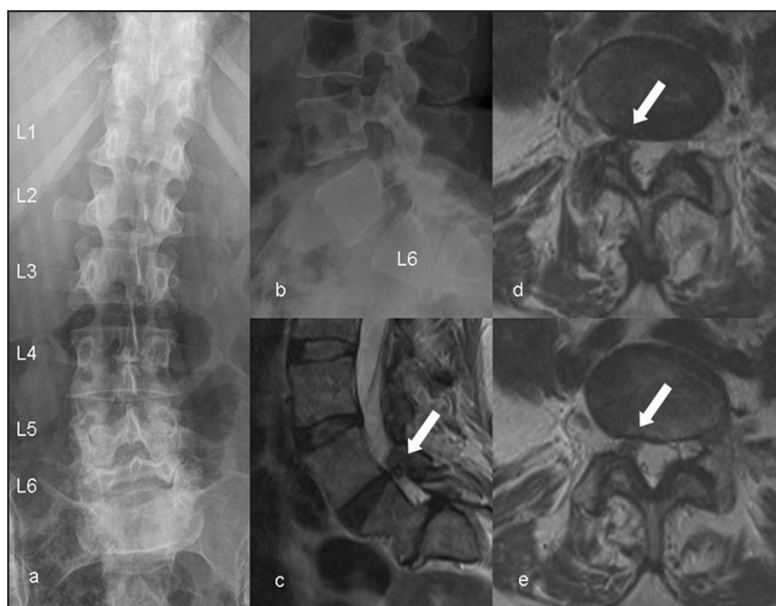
Radiographies standards montrant la lombalisation de S1 (a) et l'enraidissement du segment L6-S2 par les phénomènes dégénératifs (b). IRM en séquence T2 montrant la lésion avec un centre clair, en position ventromédiale par rapport à la facette articulaire L5-L6 droite, comprimant la racine S1 sur son versant postérieur.
